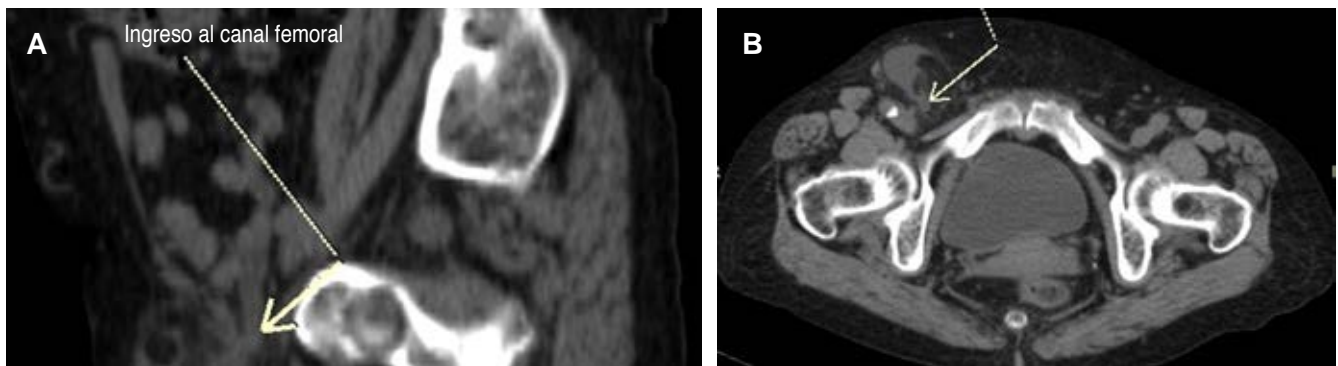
Tomografía abdominal simple de abdomen. A) Corte sagital en donde se observa entrada del apéndice cecal al canal femoral. B) Corte axial en donde se observa punta apendicular en el saco herniario en el que se aprecia estricción de la grasa contenida en el saco y líquido libre.
